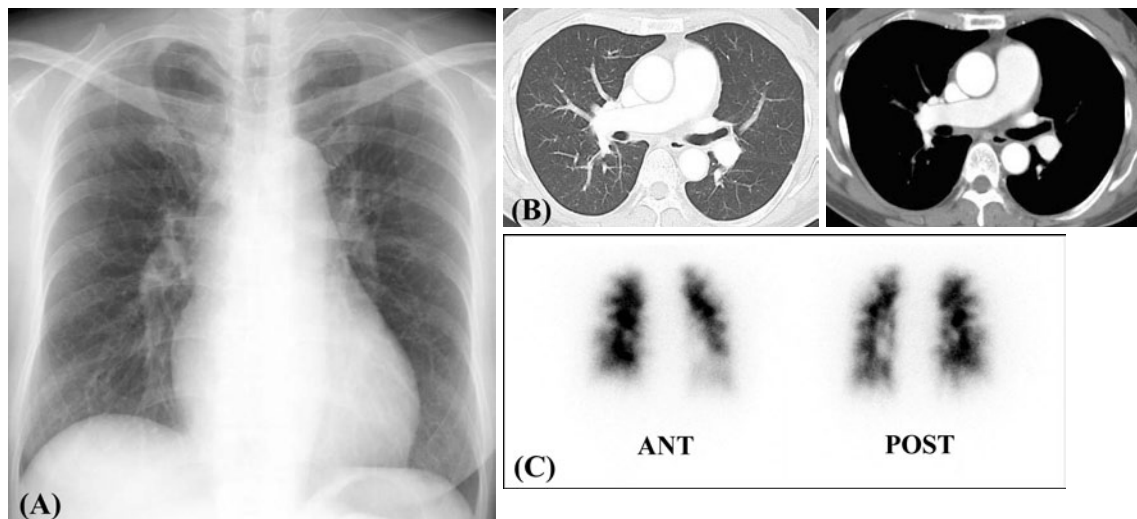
Chest X-ray, chest enhanced CT scan, and <sup>99m</sup>Tc-MAA lung perfusion image on admission. (A, B) There are no abnormal findings other than pulmonary artery enlargement. (C) The <sup>99m</sup>Tc-MAA lung perfusion images show multiple peripheral defects.
